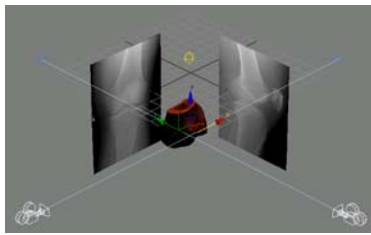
Virtual X-ray emission system
